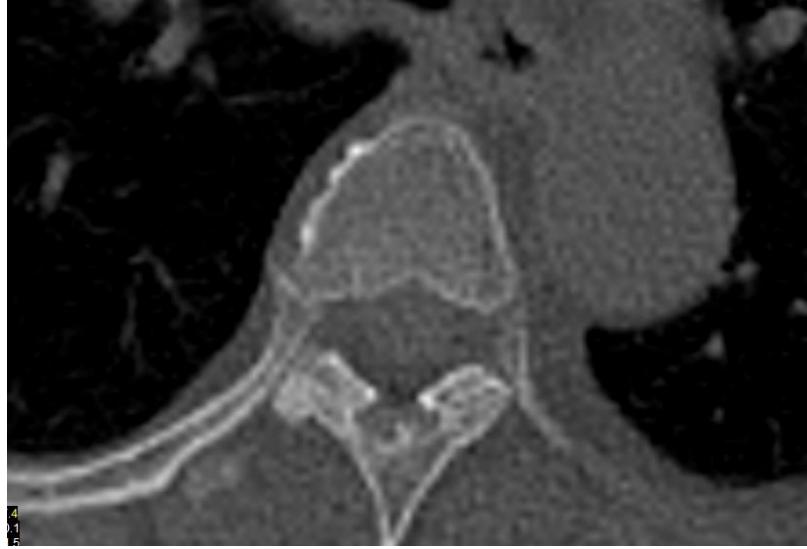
Faset Evre 0 olarak (normal) değerlendirilmiş BT görüntüsü
